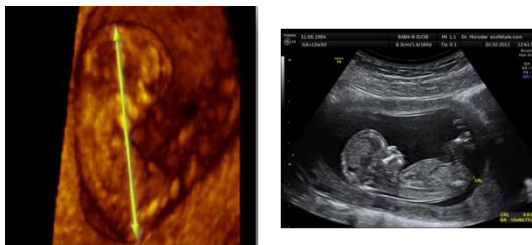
Ecografía que muestra la medición de la longitud céfalo-nalgas, LCN para el cálculo de la edad gestacional. El margen de error de esta medición, entre las 7-10 semanas es ± 4 días.
